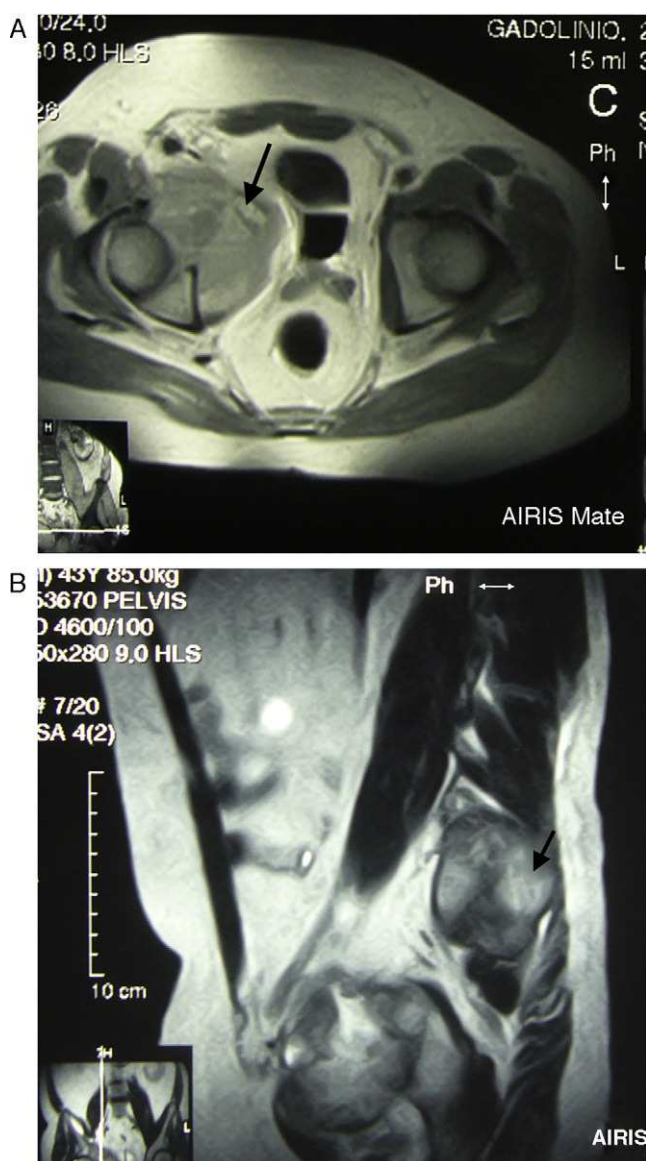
A y B) RM caderas corte axial y coronal secuencia T2 con contraste. Se observa masa voluminosa en hemipelvis derecha, de $90 \times 80 \times 90$ mm (flechas), con componente osteolítico, que afecta a la mitad anterior del cotilo, el iliaco y la rama pubiana, desplaza a la izquierda a la vejiga urinaria y estructuras adyacentes, manifiesta señal isointensa con hueso y realce tras el contraste, excepto en focos de necrosis intensa.
